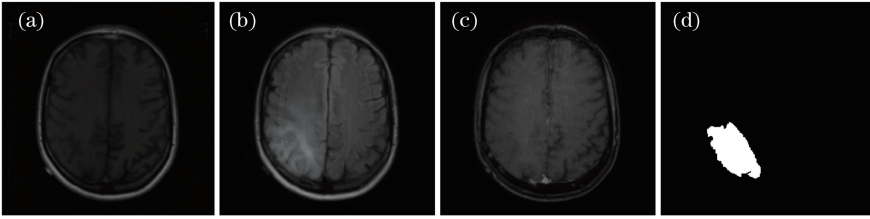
LGG 的 MR 图像和分割掩膜。(a)前对比;(b) FLAIR;(c)后对比;(d)分割掩膜
